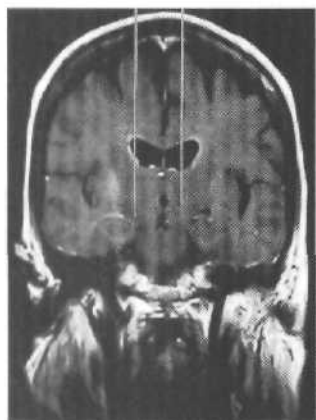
МРТ больного, которому произведена имплантация хронических электродов в субталамическое ядро слева и в медиальный членик бледного шара справа.
